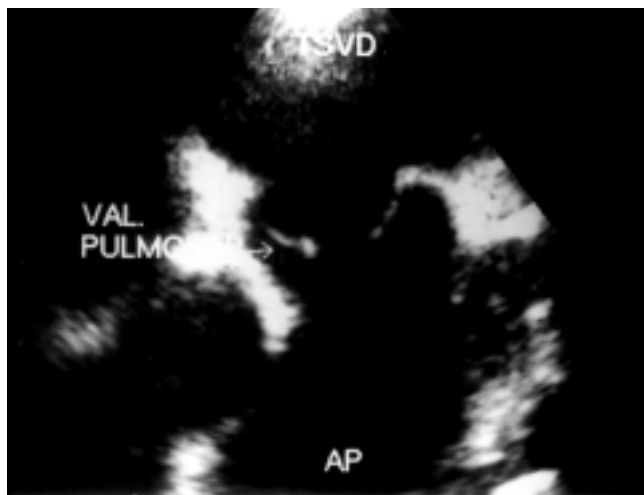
Ecocardiograma en proyección transversal de los grandes vasos. Se observa engrosamiento de las valvas pulmonares y apertura en domo.
